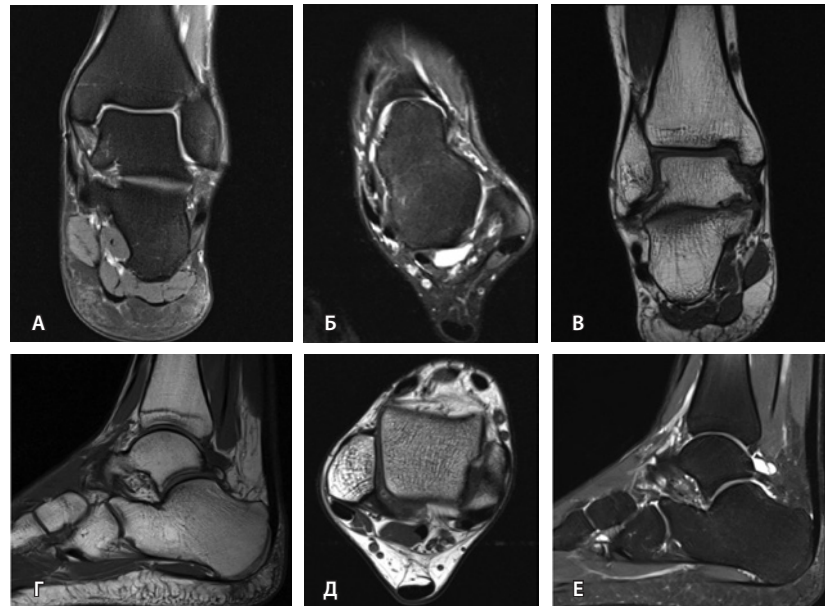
Стандартный протокол магнитно-резонансной томографии голеностопного сустава согласно рекомендациям ESSR (2016): А – COR FS, Б – AX FS, В – COR T1, Г – SAG T1, Д – AX PD, Е – SAG STIR; AX – аксиальная, COR – корональная, FS – жироподавление, PD – протонная плотность, SAG – сагиттальная, STIR – инверсия-восстановление спинного эха
